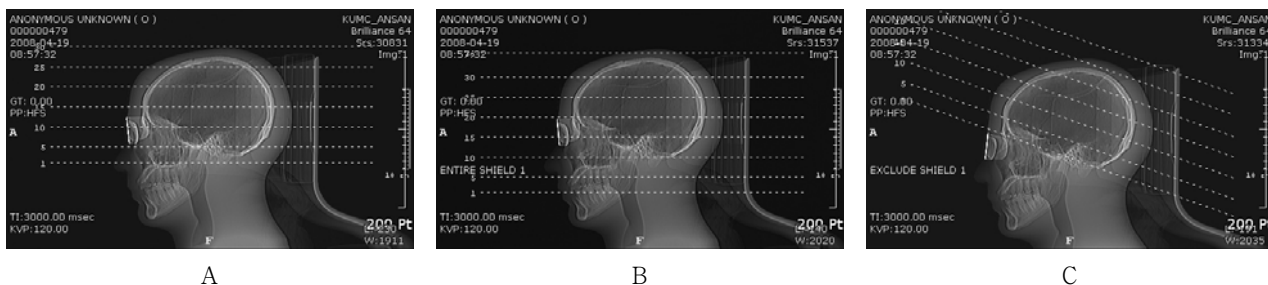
Topographies of the Head CT examinations : A is included orbit, B is included entire head, C is excluded orbit
